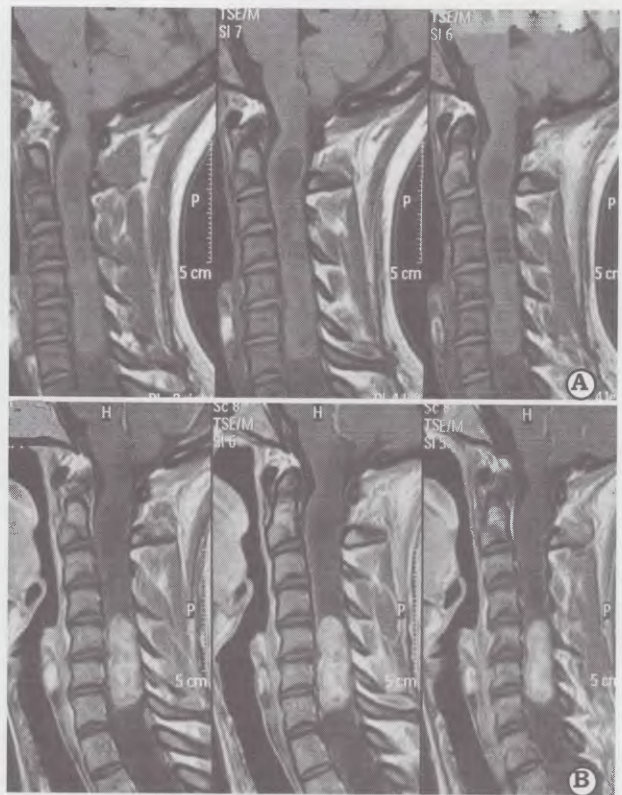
IRM preoperatoria, corte sagital. A. T1 sin contraste. B. T1 con contraste.
